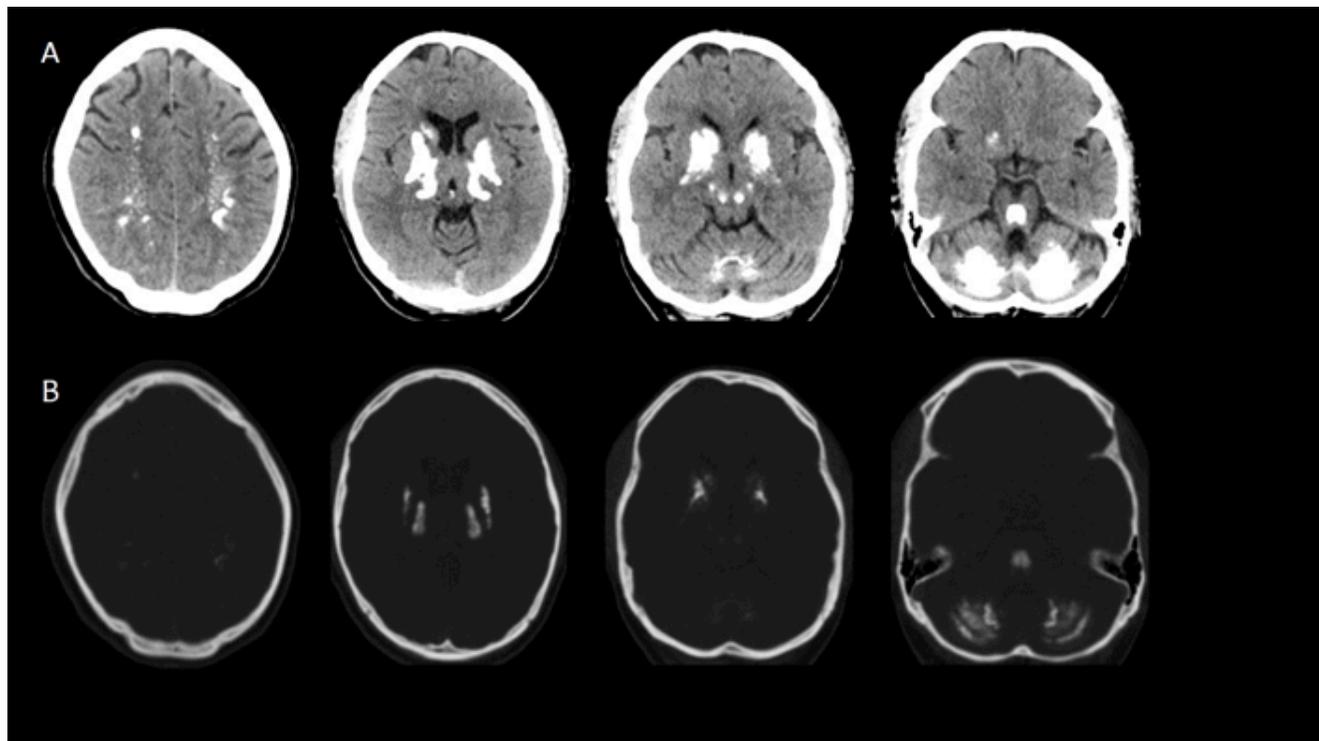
A) TAC de cráneo que muestra lesiones de densidad cálcica localizadas en la corona radiada bilateral (sustancia blanca), en los núcleos grises de la base, en el tegmento mesecefálico, en el vermis y en los hemisferios cerebelosos. B) Ventana ósea que demuestra la consistencia cálcica de las lesiones.
